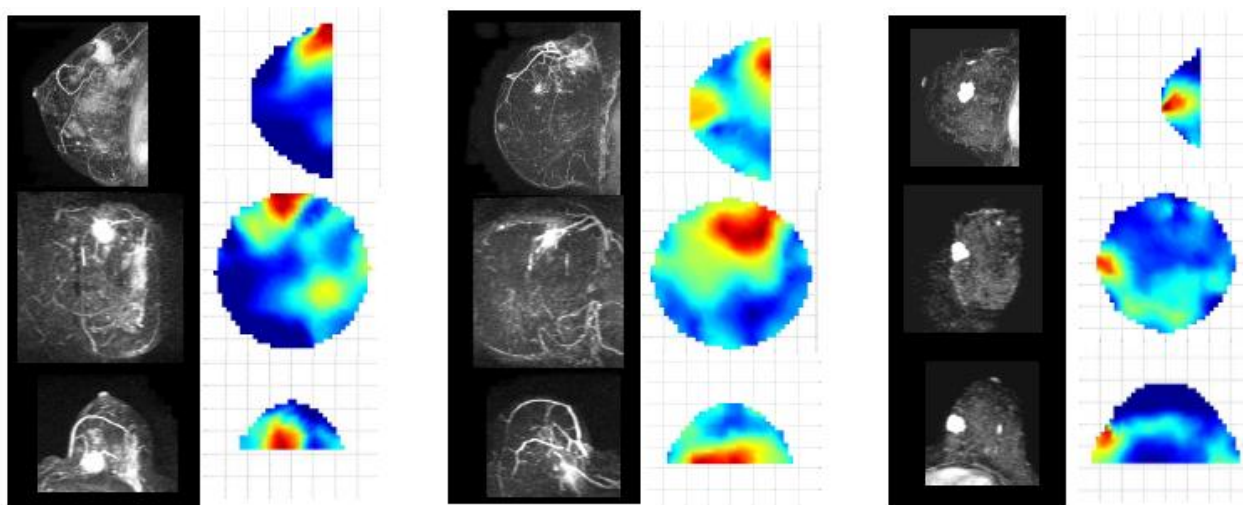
Результаты, полученные с помощью МРТ с контрастным усилением и системы DYNOT
